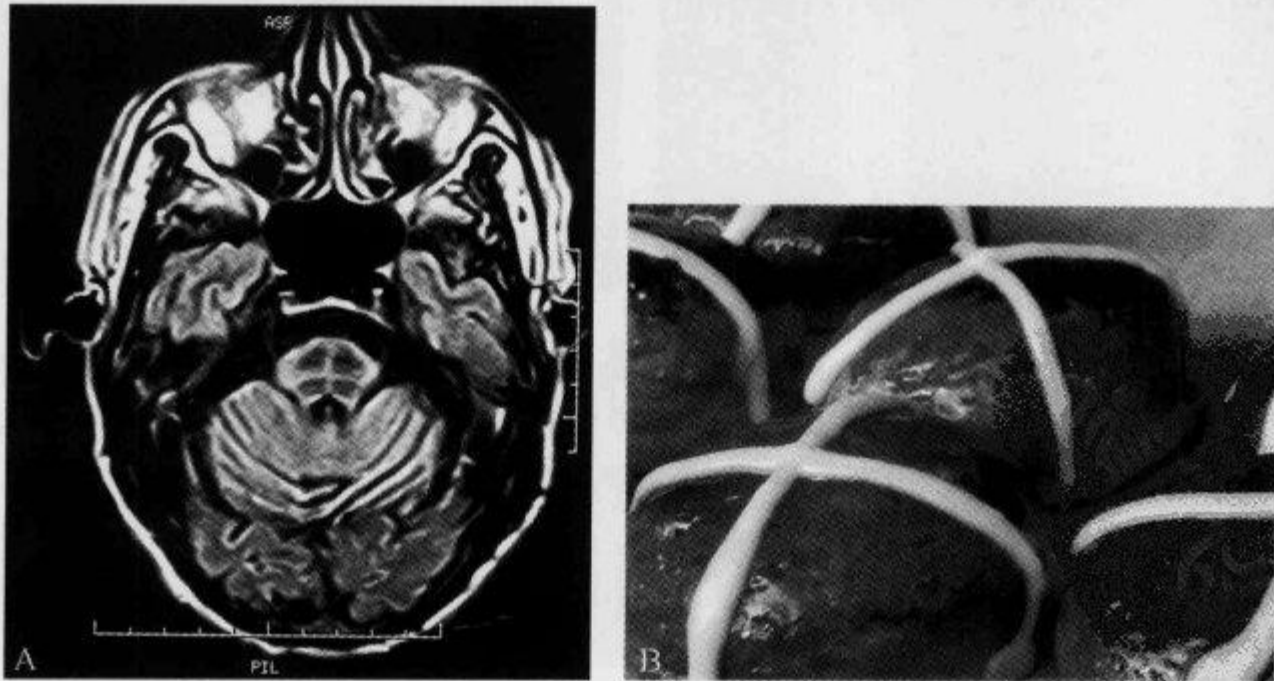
MRI T_2 WI 显示“十字征”
